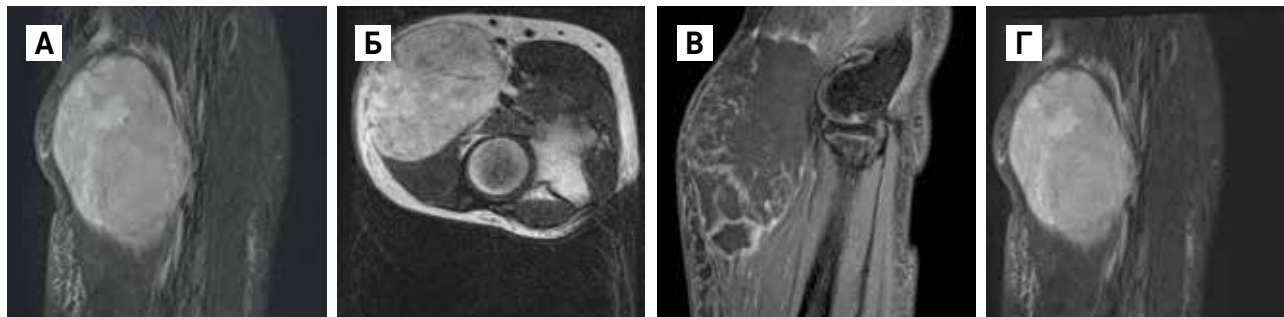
МРТ мягких тканей предплечья с контрастным усилением
